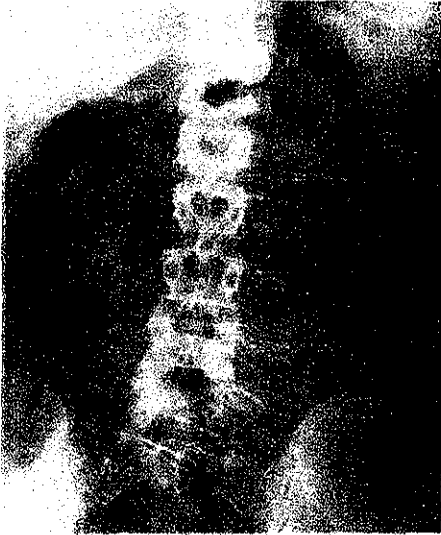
Izquierda, placa simple de abdomen. Derecha, radiografía correspondiente a urografía excretora, demuestran halo perirrenal radiolúcido del lado izquierdo, en un paciente con pancreatitis y la formación de un pseudoquiste en el espacio pararenal anterior izquierdo.
